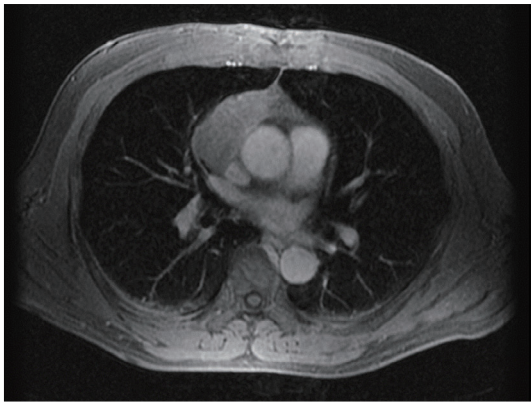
Chest magnetic resonance imaging performed during the preoperative evaluation showed a clearly defined anterior mediastinal mass of 7 cm in diameter, which suggested thymoma.
